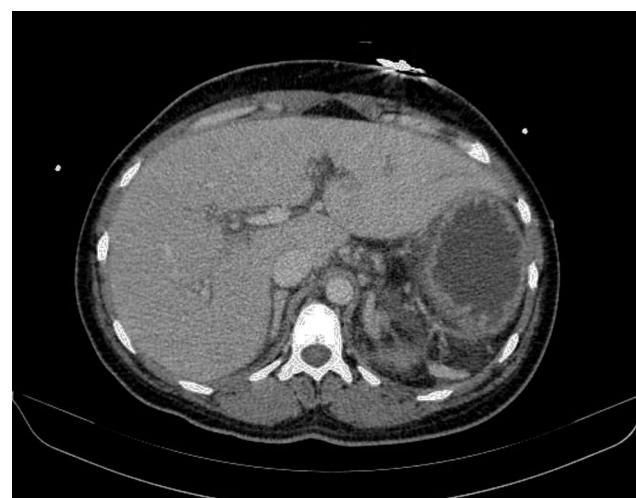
TAC de abdomen. Asplenia.
